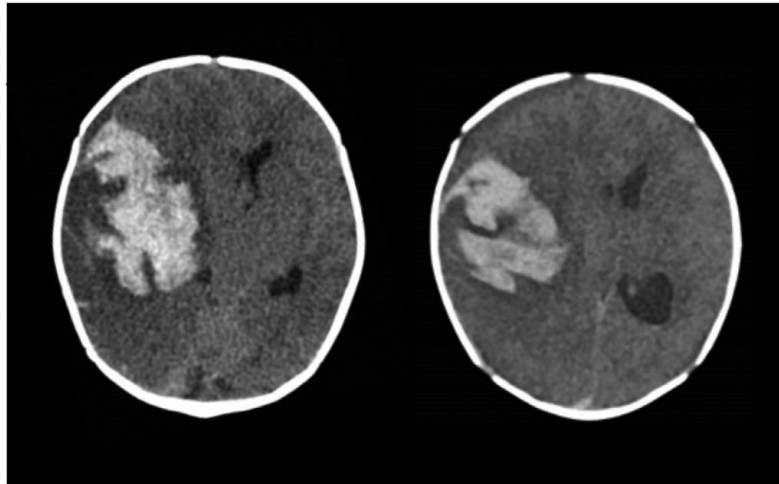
Tomografia computadorizada sem contraste da cabeça para o caso 2 na apresentação inicial ao Departamento de Emergência e antes da evacuação operatória do hematoma. As imagens revelam hemorragia intraparenquimatosa do lado direito com desvio da linha média e compressão do sistema ventricular.
